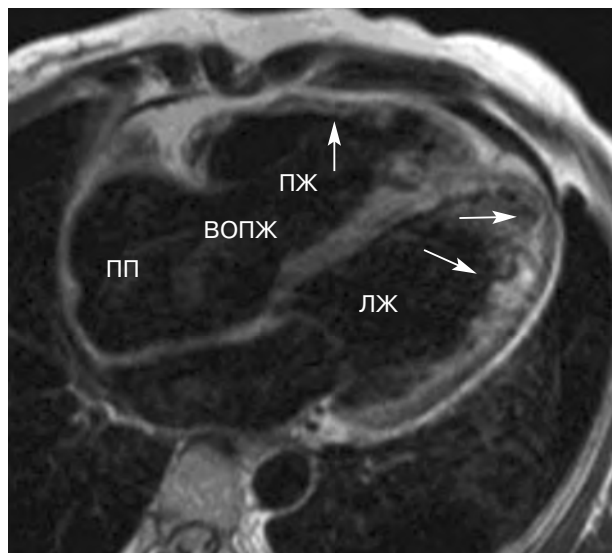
МРТ сердца при аритмогенной дисплазии правого желудочка: видны истончение стенок правого желудочка, расширение выводного отдела правого желудочка, жировое перерождение
